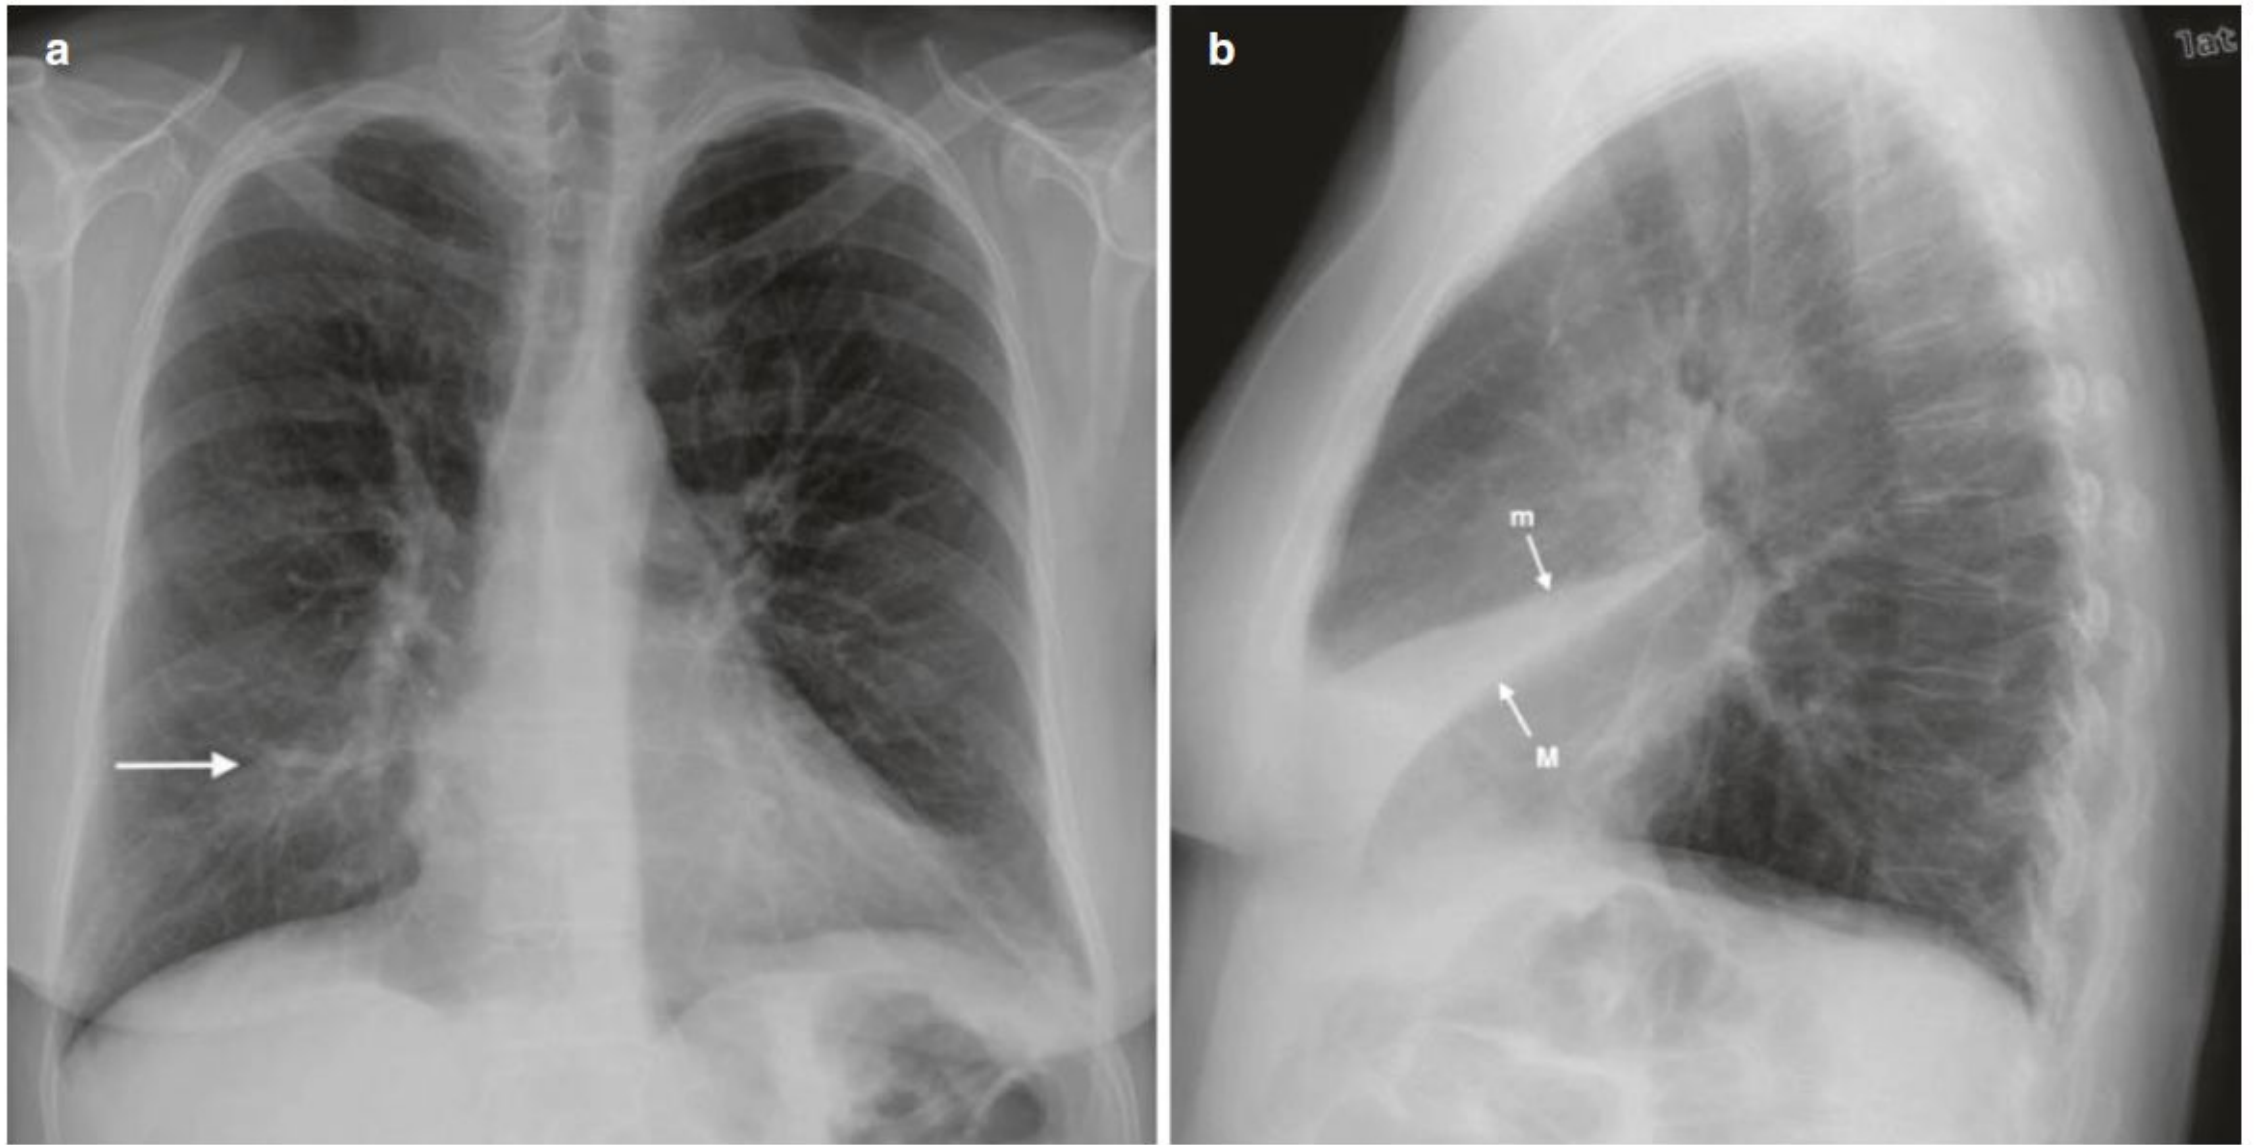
Middle lobe atelectasis (a,b). (a) Frontal radiograph shows a vague opacity (arrow) overlying the lower medial right lung partly obscuring the right heart border. (b) The lateral radiograph shows an atelectatic middle lobe outlined by displaced minor (m) and major (M) fissures
